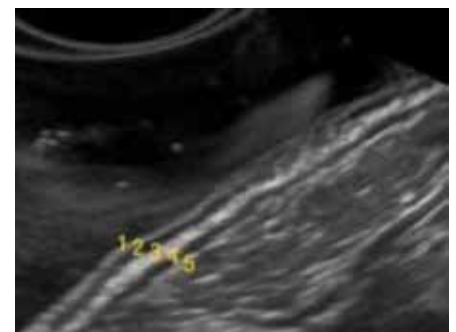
Capas de la pared gastrointestinal determinadas mediante Ultrasonido Endoscópico (USE). 1: Mucosa superficial. 2: Muscular de la mucosa. 3: Submucosa. 4: Muscular propia. 5: Serosa. Fuente. Villalobos-Garita A, Téllez-Ávila F, Ramírez-Luna M. Endoscopia. 2013; 25(1):35-44 15. Elaborado por. Autores
